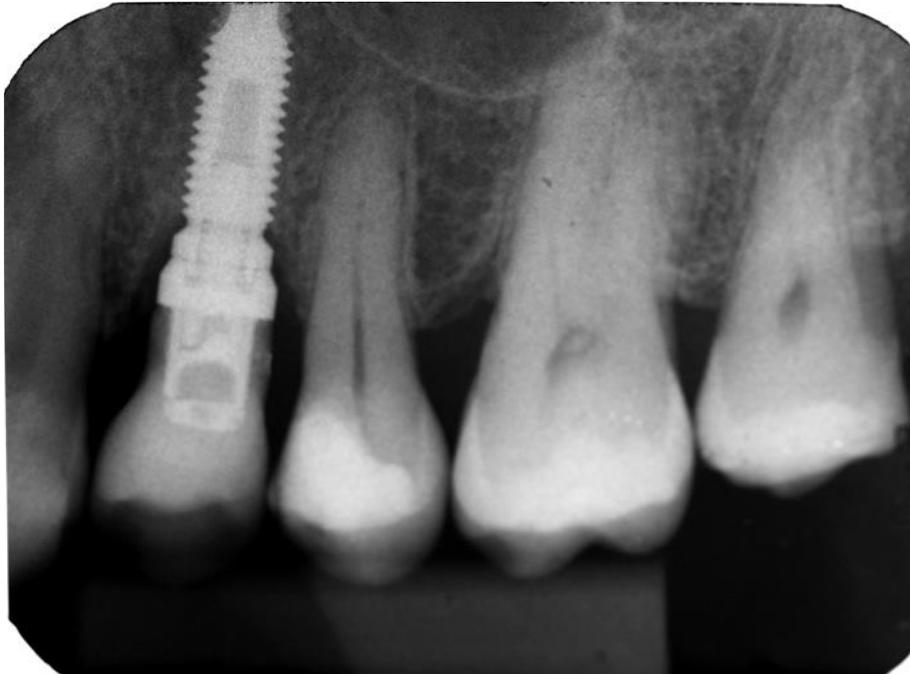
Radiografia final mostrando o bom estado do osso ao redor do implante.
